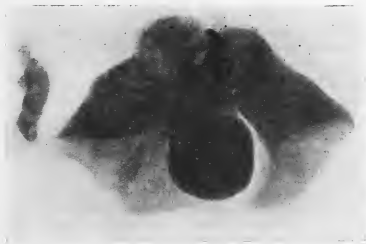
Radiographie de la masse thoracique éviscérée ; à gauche, le thymus séparé.
